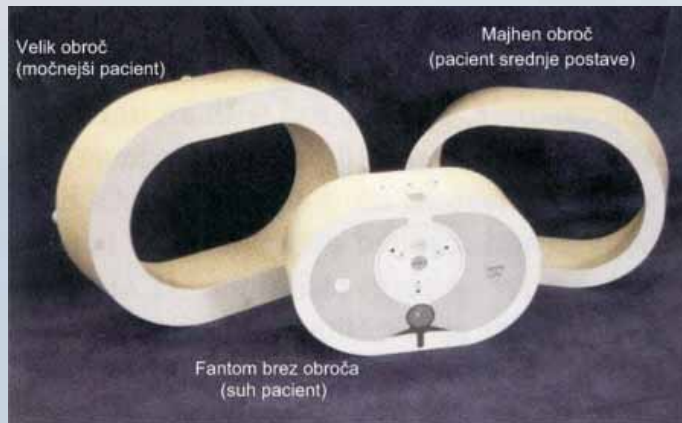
Vrednost CT števila, linearnost in homogenost CT vrednosti (LKH Graz).
